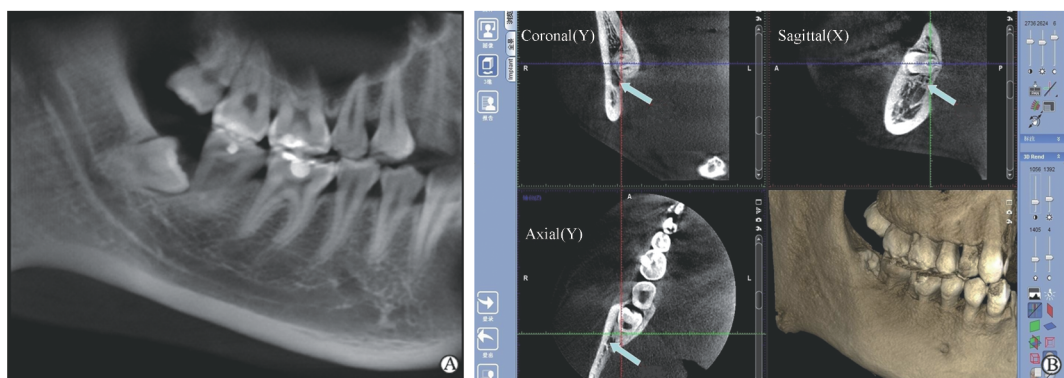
典型病例 2 曲面断层片及 CBCT 影像
